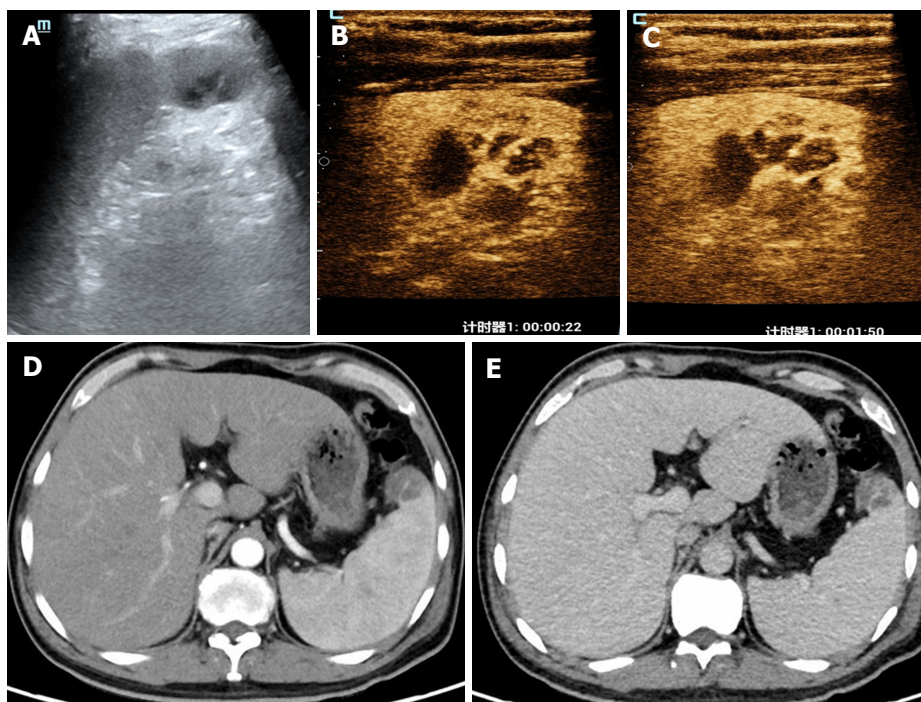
脾脏图像. A: 常规超声显示脾脏上极分隔囊性占位; 超声造影动脉期及静脉期(B、C)分隔可见增强, 囊性成分未见增强; 增强CT动脉期及静脉期(D、E)囊壁及分隔可见强化.
